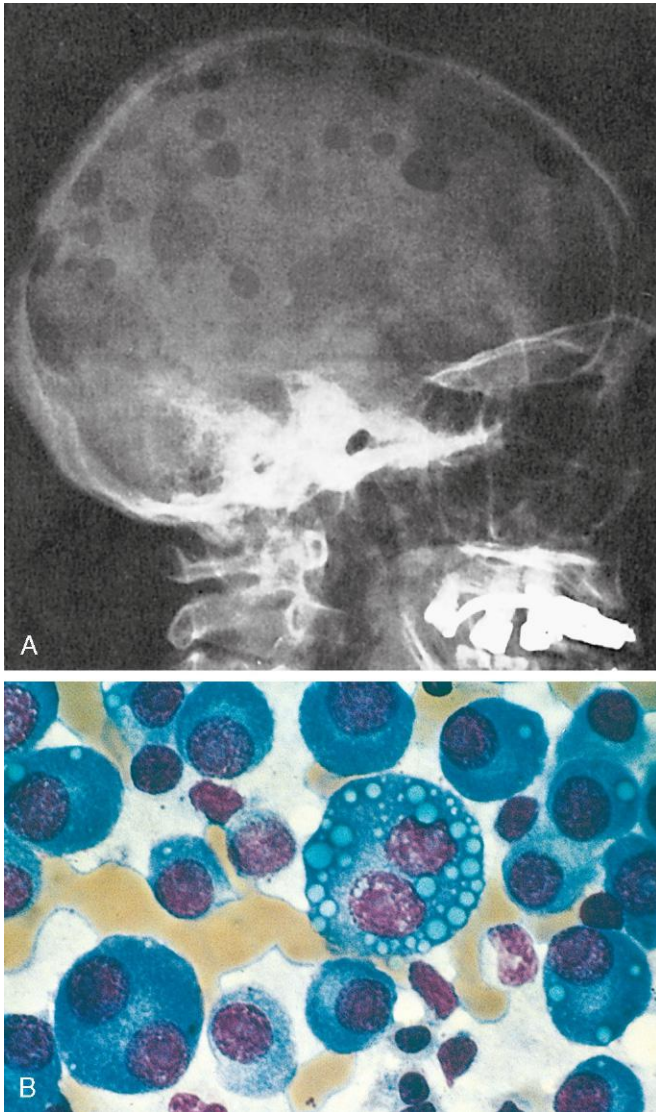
Mieloma múltiple. A. Radiografía de cráneo, proyección lateral. Los defectos óseos en sacabocados, bien delimitados, son más evidentes en la bóveda craneal. B. Aspirado de médula ósea. Las células medulares normales son remplazadas en su mayor parte por células plasmáticas, incluidas las formas atípicas con núcleos múltiples, nucléolos prominentes y gotículas citoplasmáticas que contienen inmunoglobulinas.
